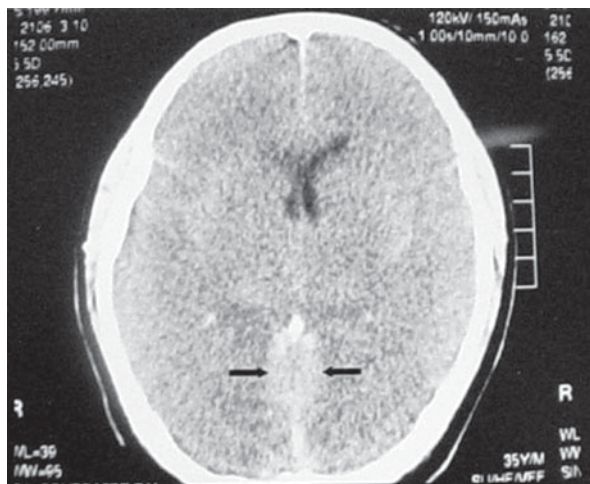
TC de cerebro sin contraste al tercer día de evolución.
